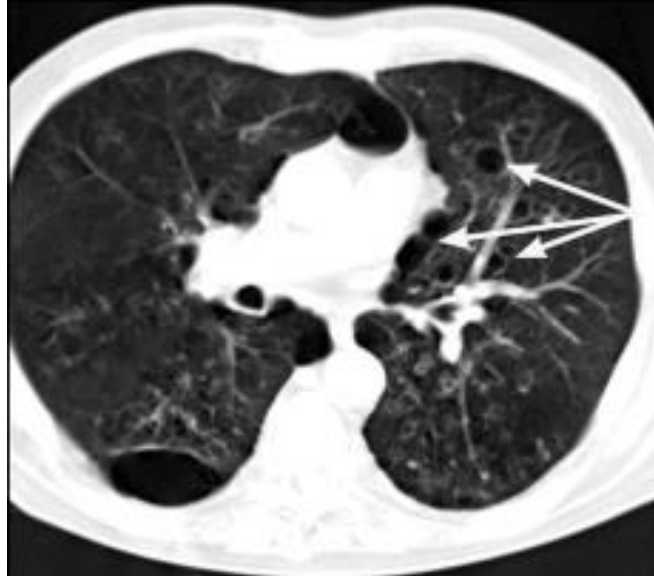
Комп'ютерна томограма. Мішочкуваті бронхоектази в прямій проекції. Циліндричні бронхоектази лівої легені (стрілки) нижньої долі і язичкових сегментів верхньої долі
